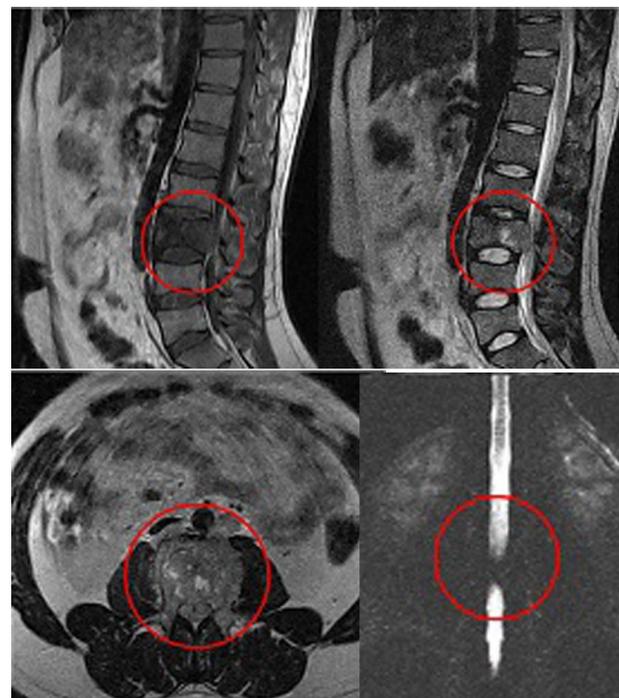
Imágenes de la resonancia magnética con técnica T1 y T2 en cortes sagitales, corte coronal y con técnica de mielorrresonancia donde se aprecia la lesión del cuerpo de la tercera vértebra lumbar y el defecto de lleno con la parada de contraste en la mielografía. Fuente: Departamento de Imagenología del Hospital Universitario "Manuel Ascunce Domenech".
